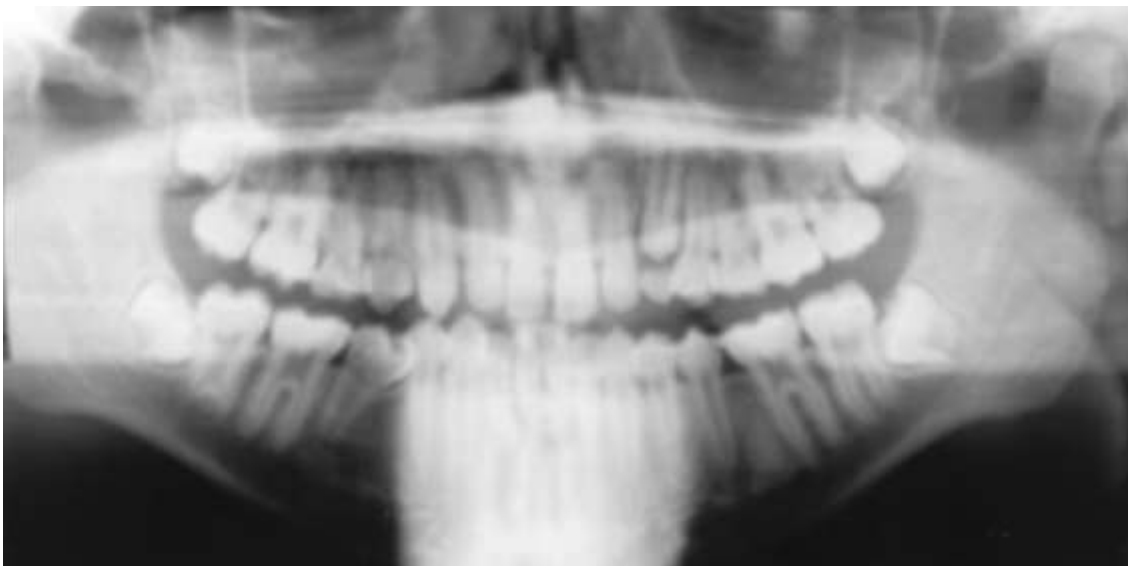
Orthopantomogramme d'un patient atteint d'amélogenèse imparfaite présentant un taurodontisme sur les premières molaires mandibulaires droite et gauche et sur la deuxième molaire mandibulaire droite (74).
